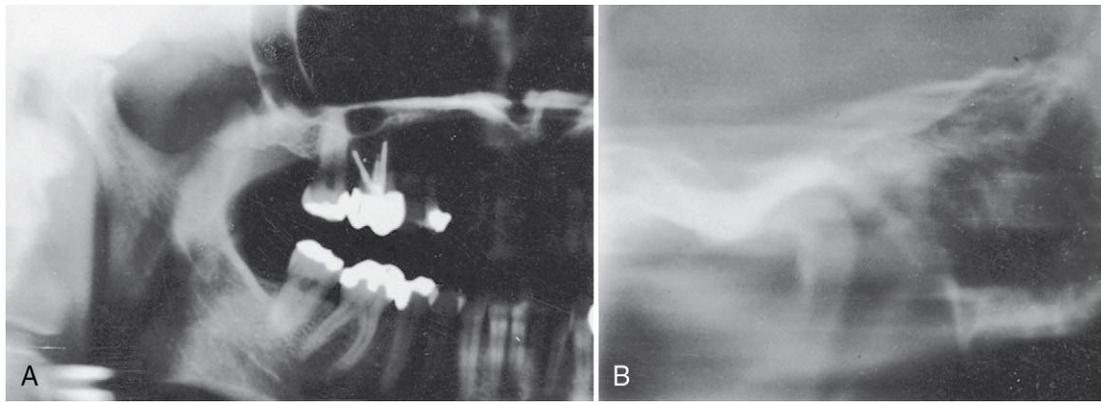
Aplanamiento de la superficie articular del cóndilo. A, Proyección transcraneal. B, Tomografía lateral.
